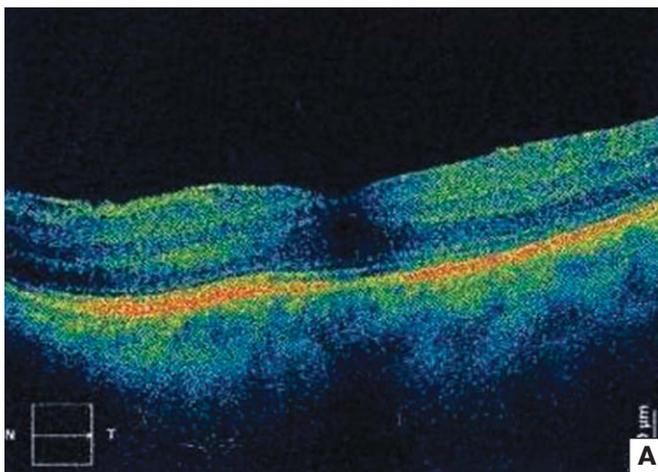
Томограмма сетчатки левого глаза пациентки М. в августе (А) и ноябре 2014 г. (Б).
